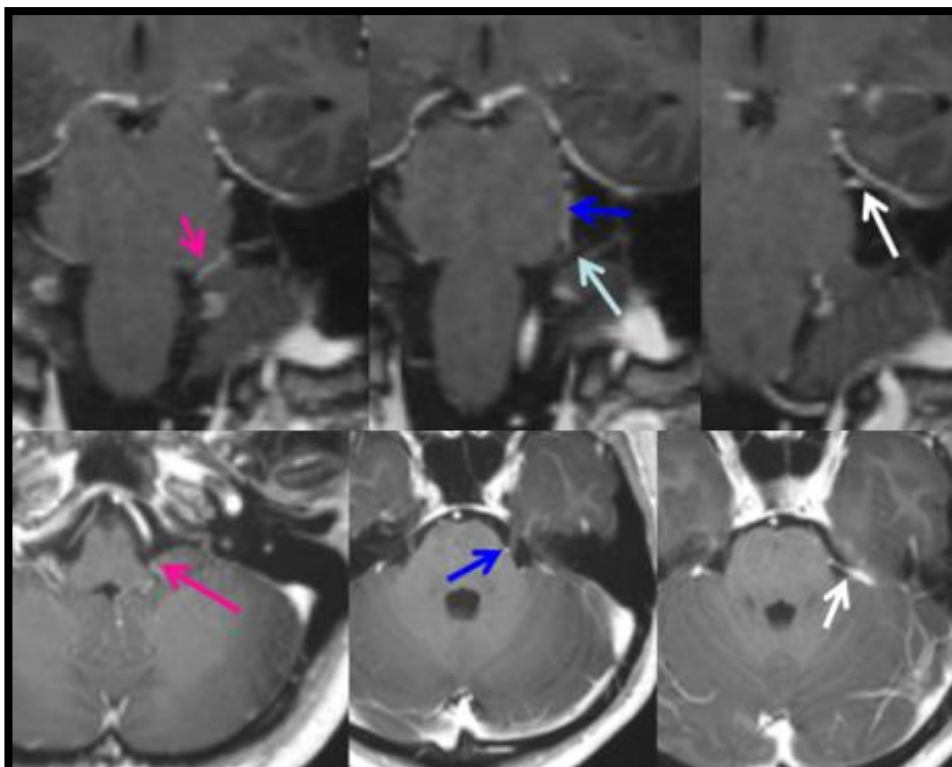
IRM APRES INJECTION DE GADOLINIUM, COUPES CORONALES ET AXIALES. ROSE
